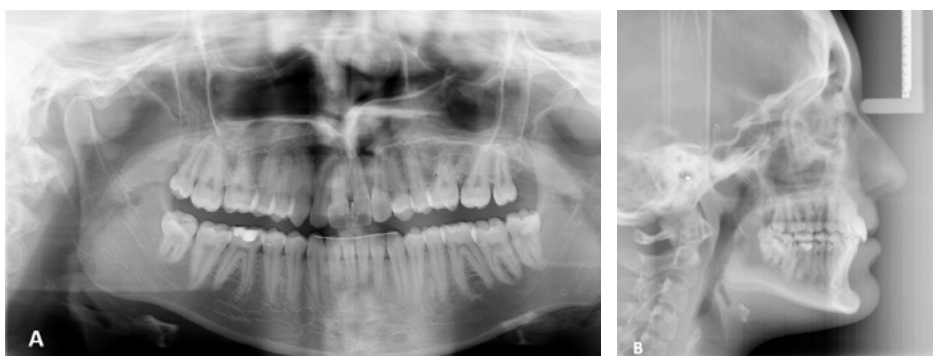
Exames imagiológicos finais: a) ortopantomografia; b) teleradiografia de perfil da face
